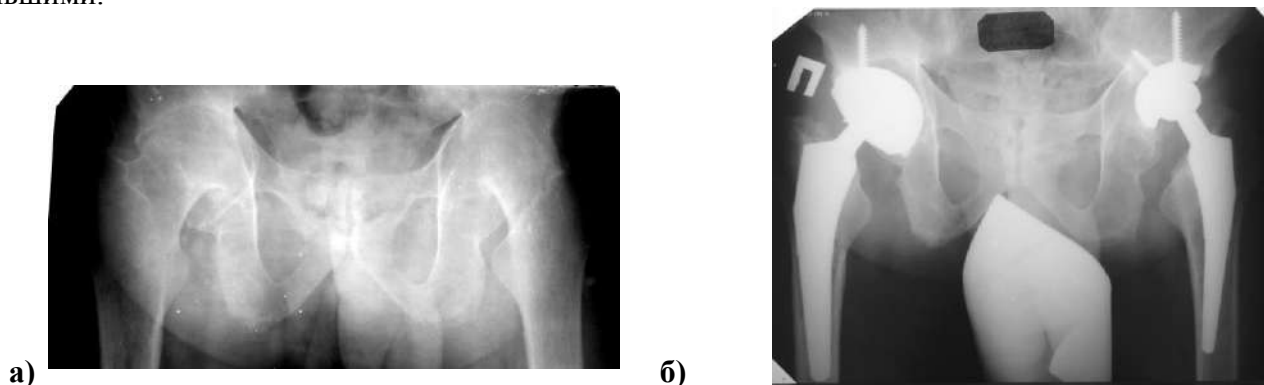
Рентгенограммы больного Ф., 27 лет а) при поступлении; б) по завершении лечения.
